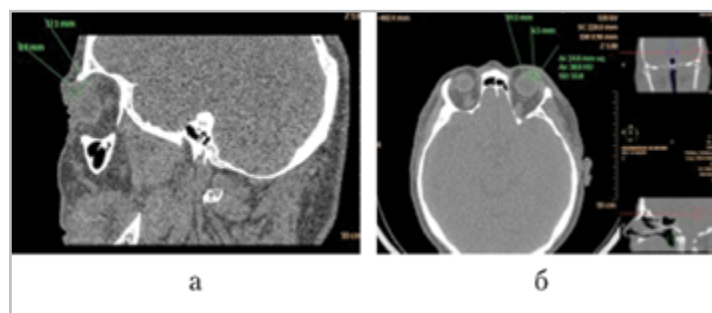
Компьютерные томограммы средней зоны лица пациента М.: *а* — сагитальная плоскость; *б* — аксиальная плоскость. Определяется образование размерами  $19,1 \times 6,5 \times 8,9$  мм, с четкими неровными контурами, без четкого отграничения от окружающих мягких тканей, однородное, плотностью  $+38$  НУ
